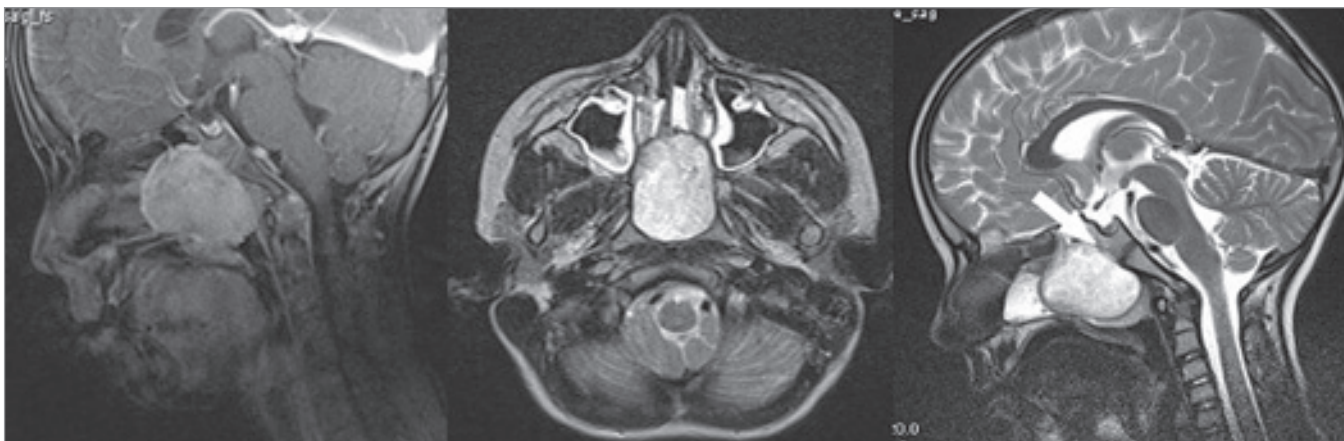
Left: the MRI in T1-weighted sequence (sagittal view) shows the extension of the tumor from the area of clivus and prevertebral space to the palate and nasal cavity. Middle and right: the MRI in T2-weighted sequence (axial and sagittal view) shows the osteolytic changes in surrounding structures (arrow).
